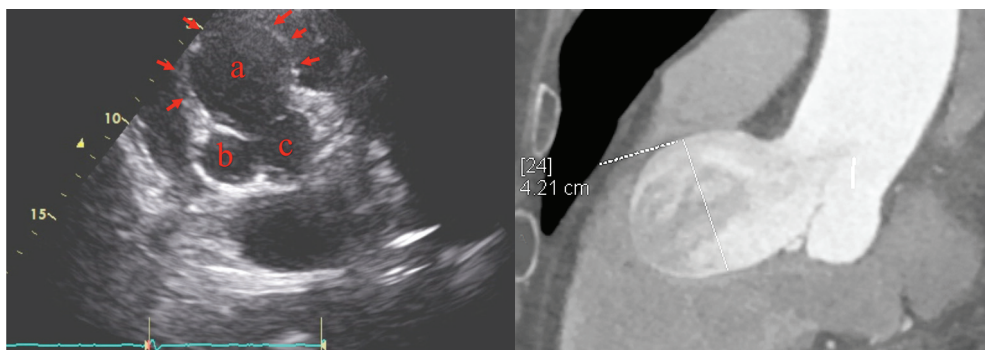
Paziente giunto in elezione. A sinistra immagine ecocardiografica (parasternale asse corto) di voluminosa dilatazione (indicata dalle frecce) del seno di Valsalva coronarico destro (a). b indica il seno coronarico posteriore (non coronarico) e c il seno coronarico sinistro con l'origine del tronco comune. Lieve rigurgito valvolare aortico al Doppler secondario a distorsione dell'apparato valvolare. A destra l'immagine TAC eseguita in successione che conferma i reperti ecocardiografici con dimensioni massime della dilatazione sul piano assiale di circa 5.5 x 4.5 cm e con estensione cranio-caudale massima di circa 5 cm; inoltre ateromasia dell'albero coronarico senza segni angio-TC di stenosi critiche. Alla correzione cardiocirurgica in urgenza la voluminosa dilatazione è risultata secondaria a voluminoso pseudoaneurisma del seno coronarico destro.
